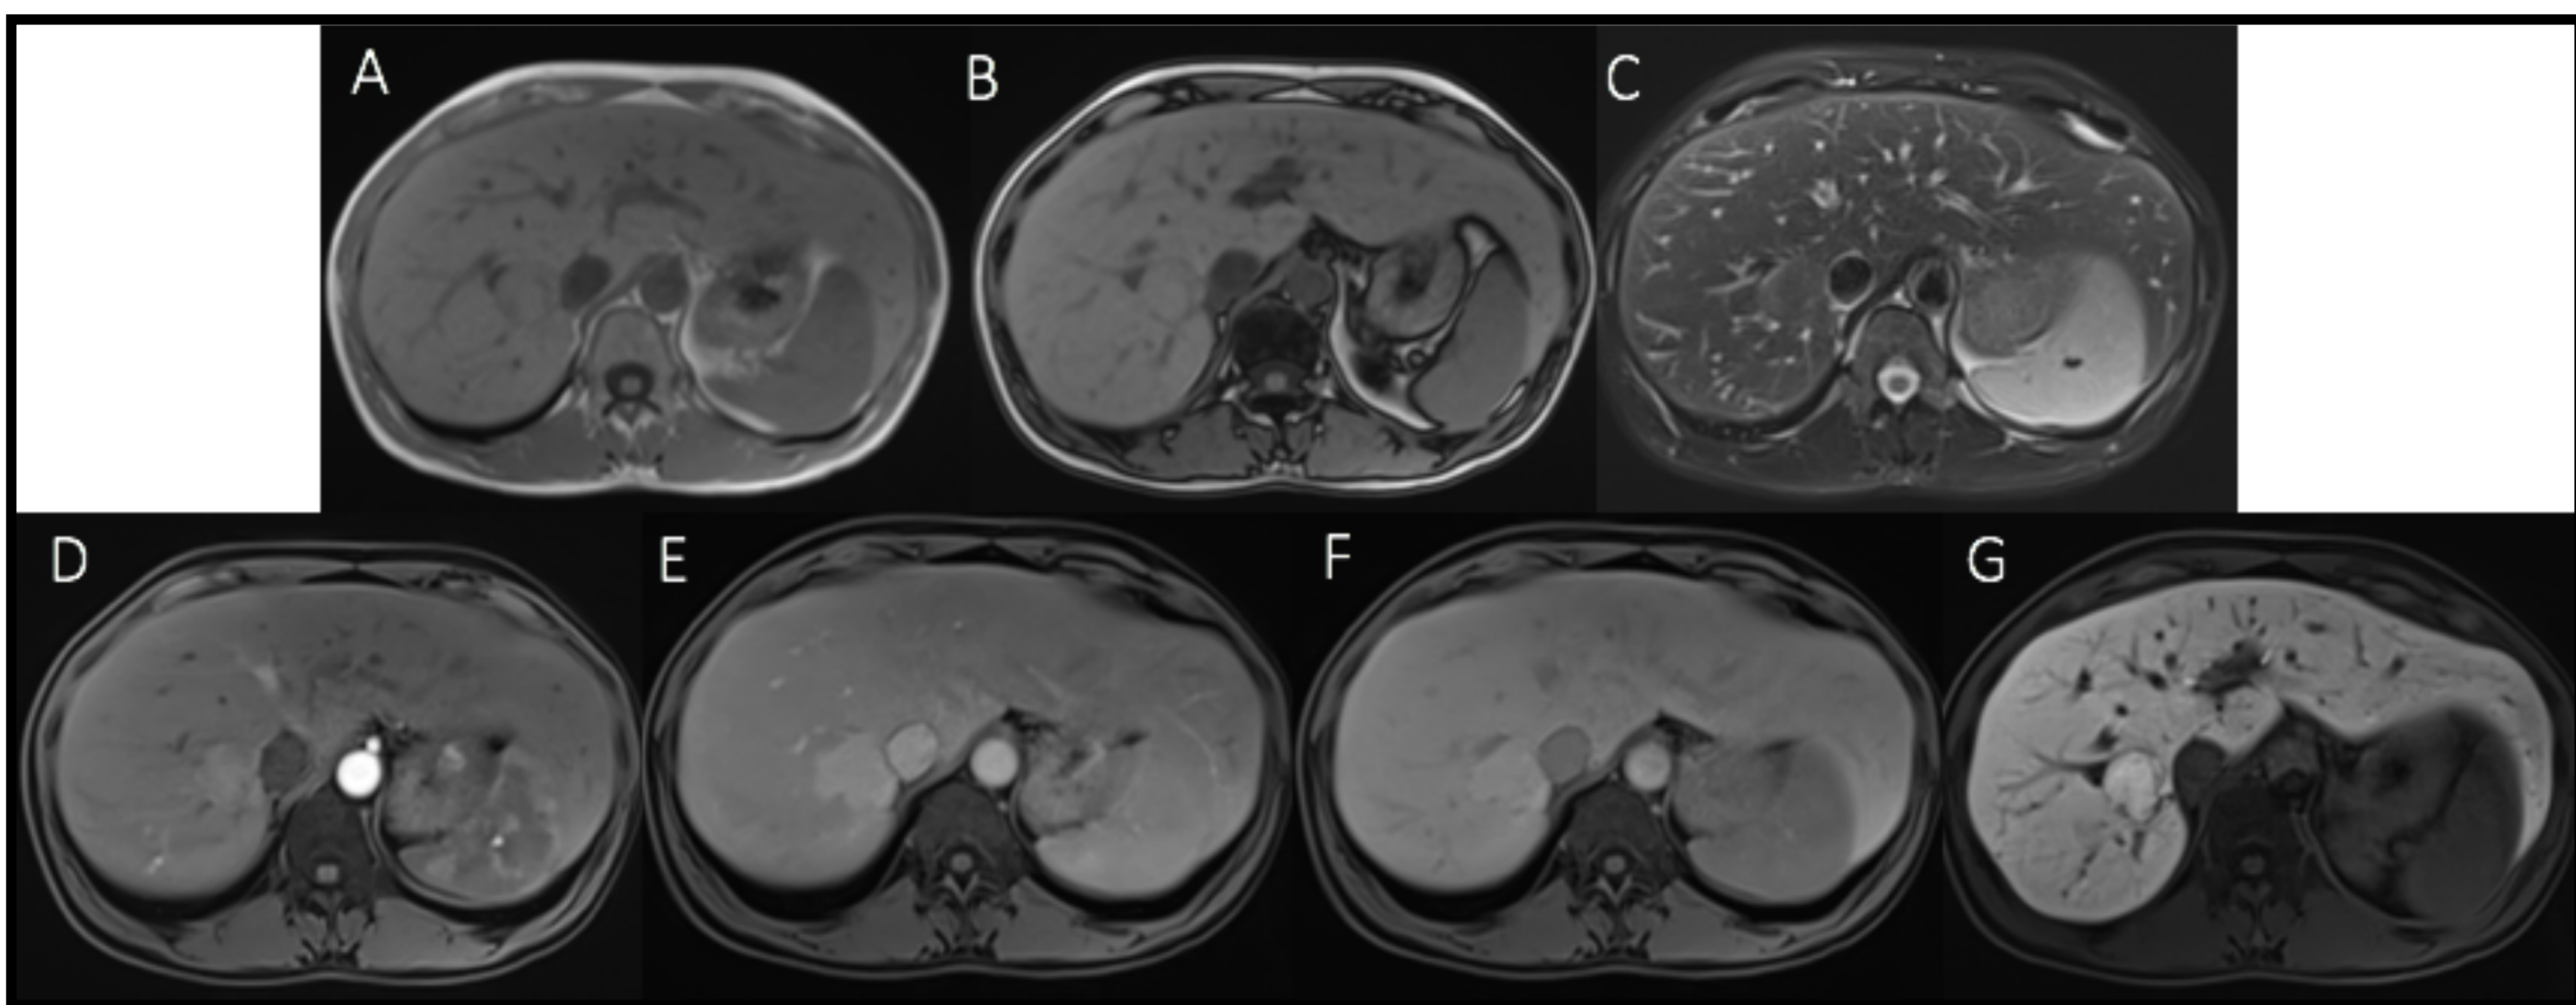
RM de hígado. A: T1 en fase, B: T1 fuera de fase, C: T2 con saturación grasa. D: T1 + C fase arterial, E: T1 + C fase venosa portal, F: T1 + c fase de equilibrio, G: fase hepatobiliar.
